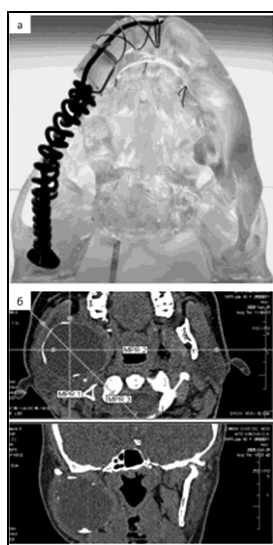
Визуализация опухоли нижней челюсти с помощью мультиспиральной компьютерной томографии (б) и полное сопоставление головки эндопротеза с размерами суставной ямки пластикового прототипа при планировании операции (а). Пациентка Я-ва, группа II, диагноз – амелобlastoma нижней челюсти
